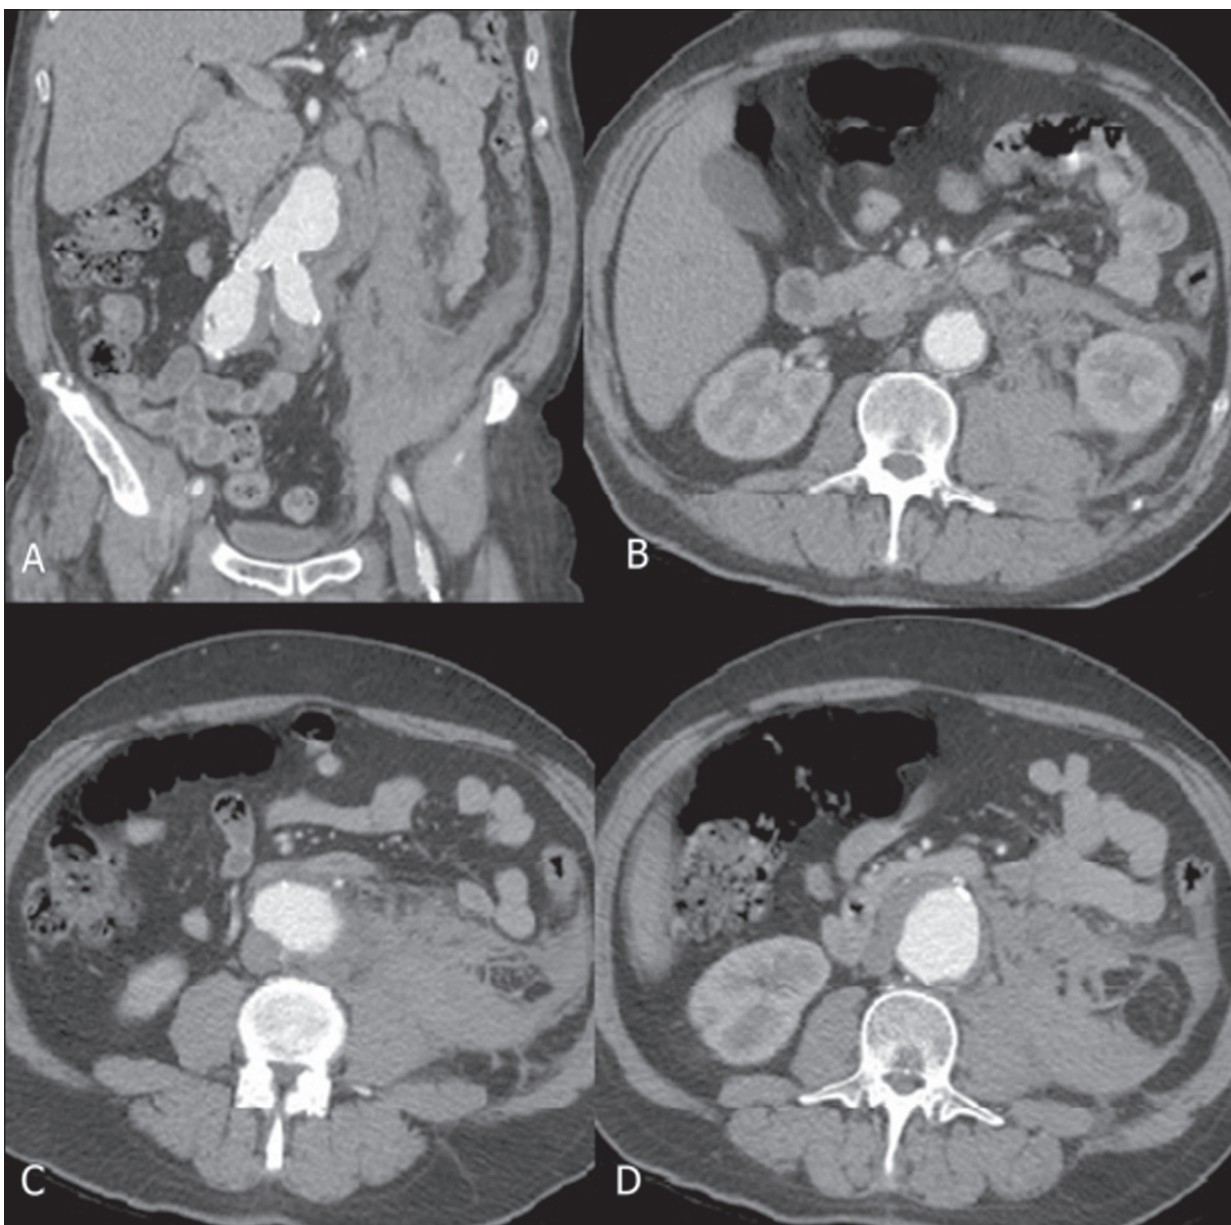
Angiotomografia computadorizada com reconstrução coronal (A) e imagens em axial (B,C,D) na fase arterial demonstrando AAA roto com hematoma/sangramento com extensão para o espaço perirrenal e músculo psoas à esquerda.
